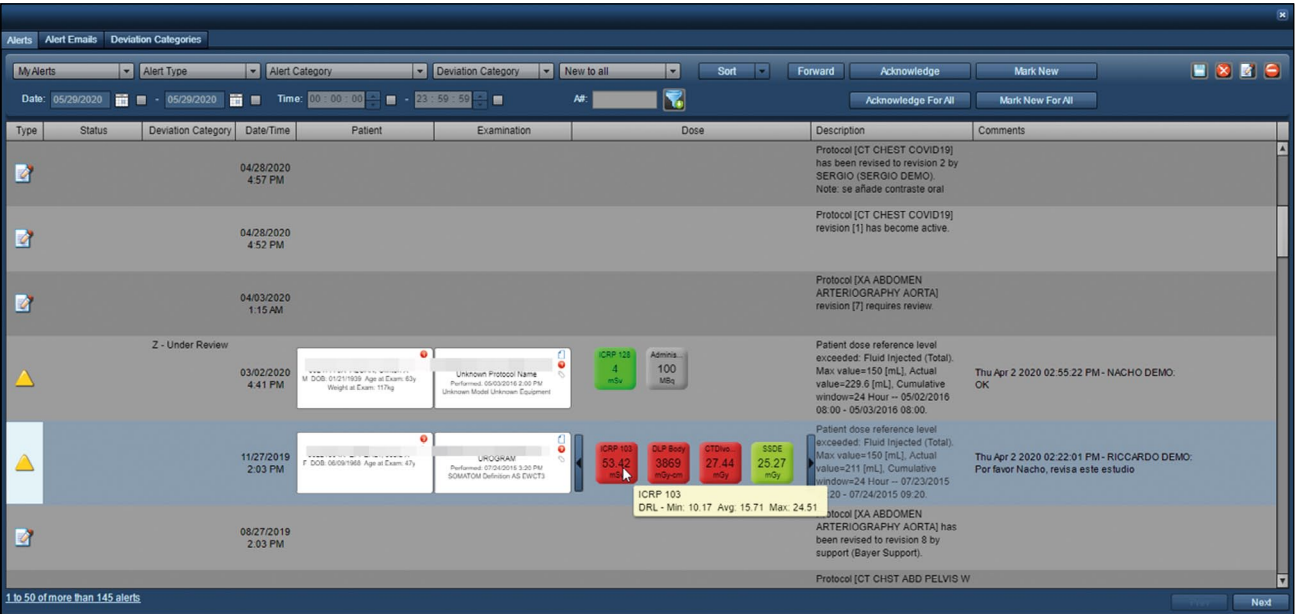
CT参数、Radimetrics、Bayer的颜色指示。
